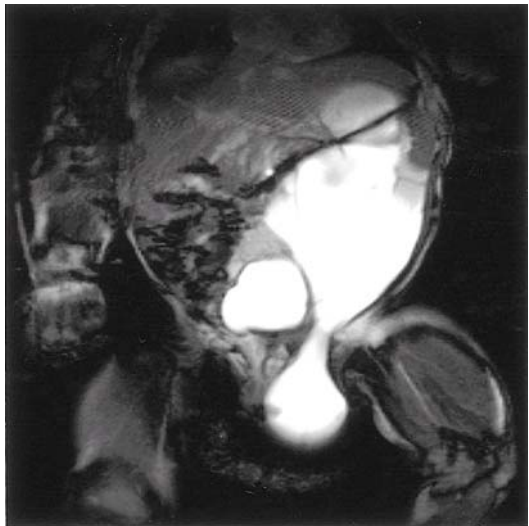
Infantile MRI (T2WI) shows a huge septated cystic mass (13.8×5.4×5.0 cm) in left pararenal & retroperitoneal space extending to left scrotal area.
